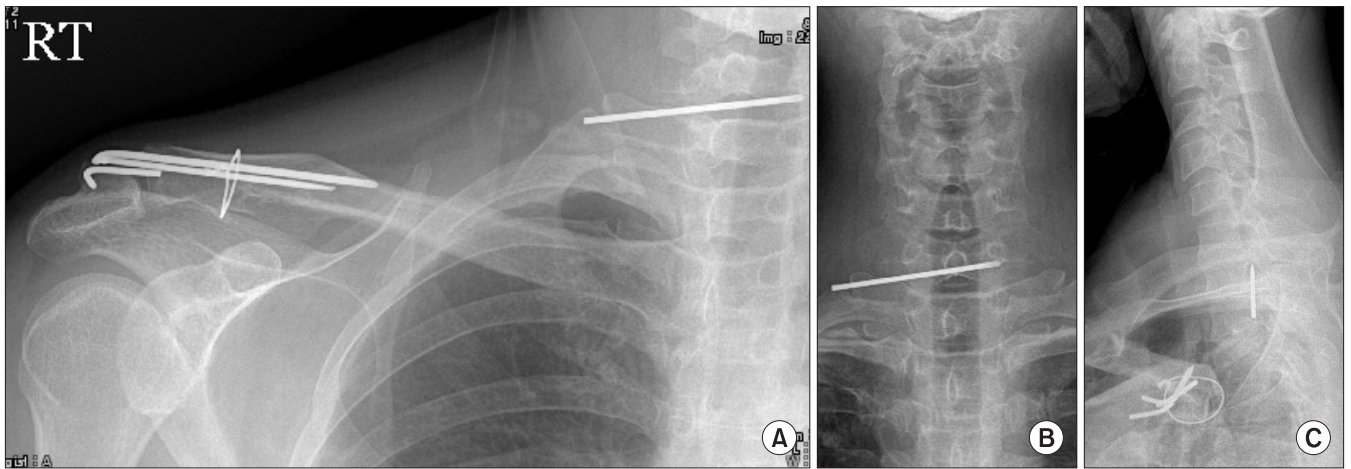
Antero-posterior radiographs (A, B) and lateral radiograph (C) taken before surgical removal of the K-wire show that the K-wire had migrated into the cervical spinal canal at the C7 level.
